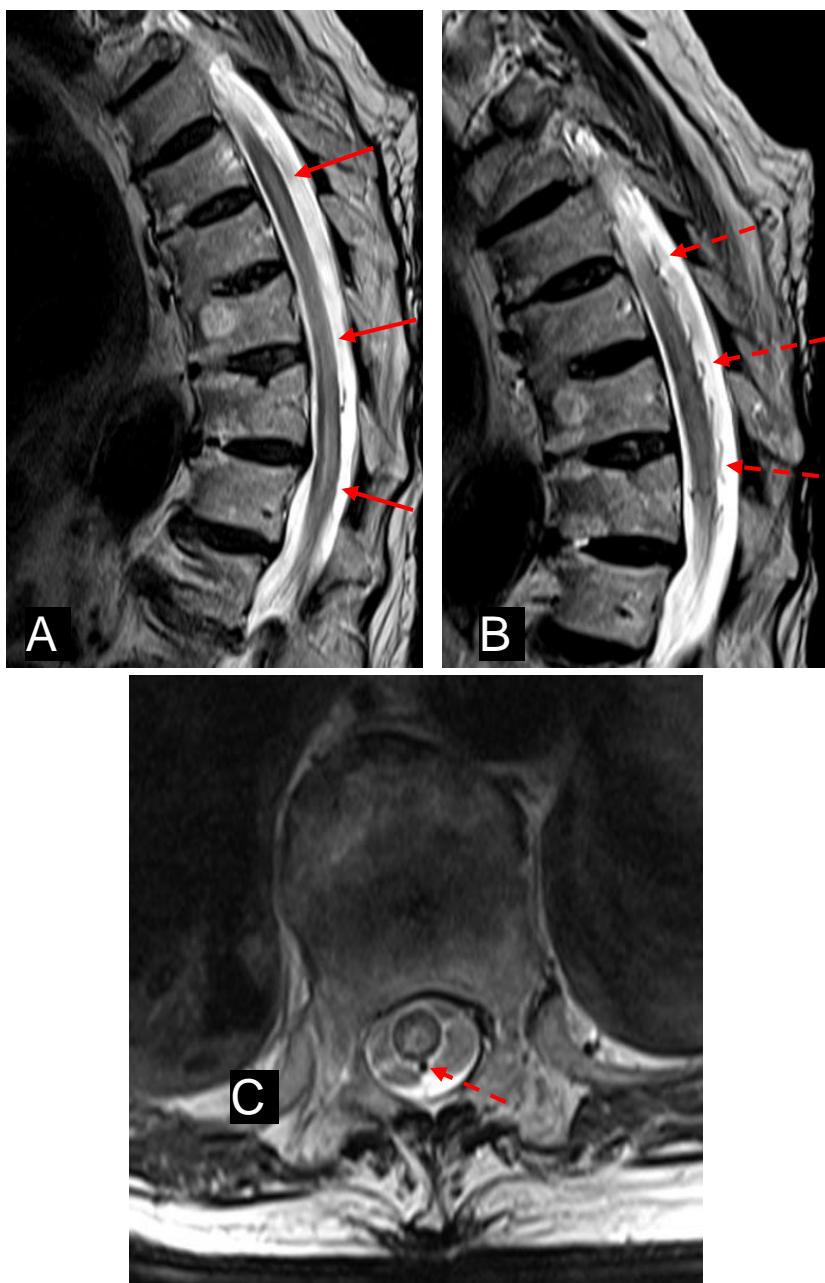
A. Resonancia magnética de columna dorsal. Secuencia T2 sagital (A y B) y axial (C). Se observa hiperintensidad medular central con leve ensanchamiento de la médula espinal (flechas en A) y vasos tortuosos que rodean el cordón medular en los segmentos afectados (flecha discontinua en B y C).
